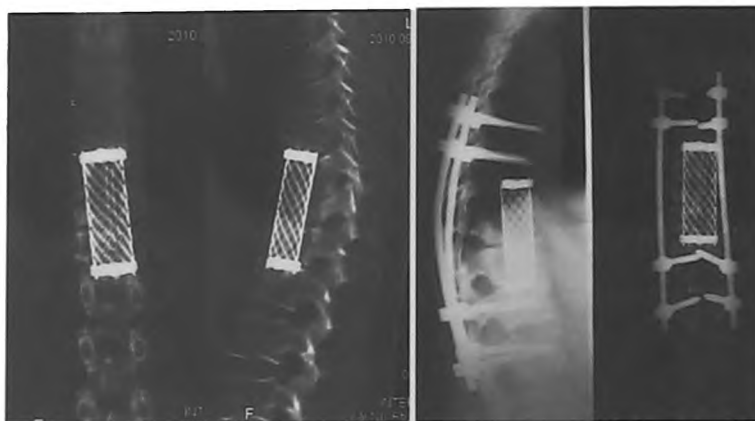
Пациент К., 40 лет, с туберкулезным спондилитом L2-L3: а - КТ ПОП после 1-го этапа оперативного лечения, некрэктомия тел позвонков; б - рентгеновские снимки ПОП после 2-го этапа оперативного лечения, малоинвазивной установки ТП винтов
